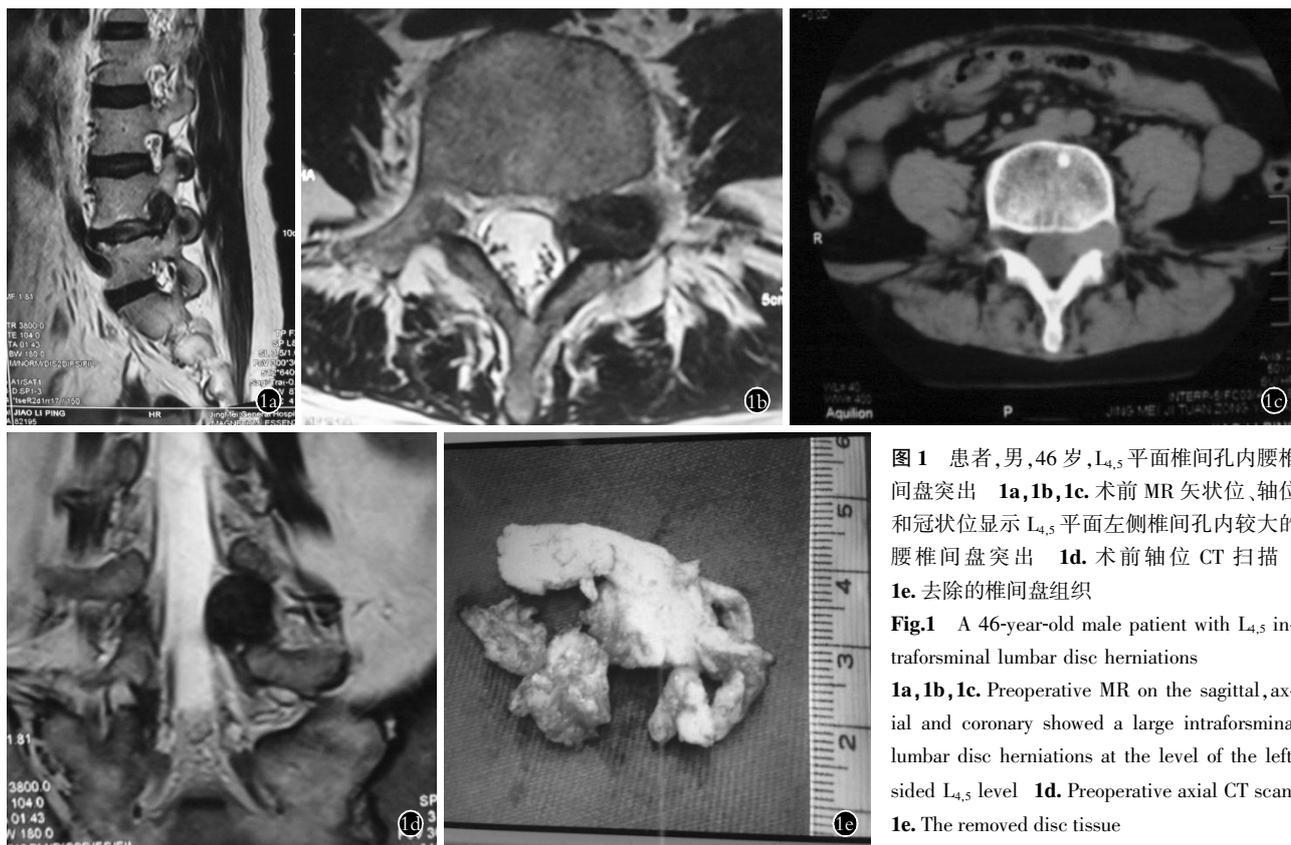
患者,男,46 岁,L_{4,5} 平面椎间孔内腰椎间盘突出 1a,1b,1c. 术前 MR 矢状位、轴位和冠状位显示 L_{4,5} 平面左侧椎间孔内较大的腰椎间盘突出 1d. 术前轴位 CT 扫描 1e. 去除的椎间盘组织
